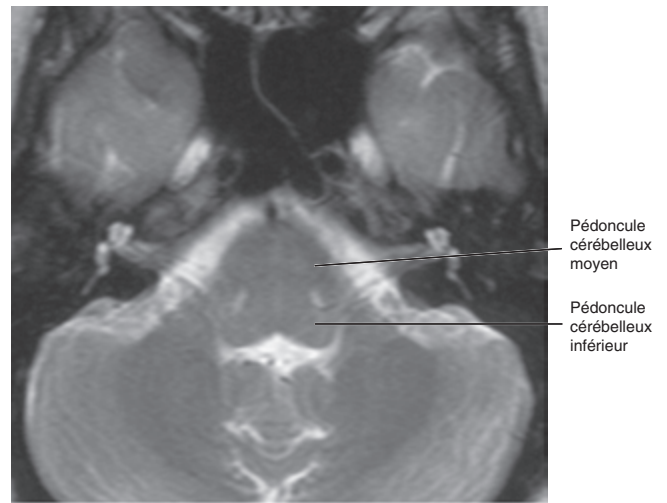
IRM, coupe transversale, pondération T2. La jonction ponto-bulbaire.
